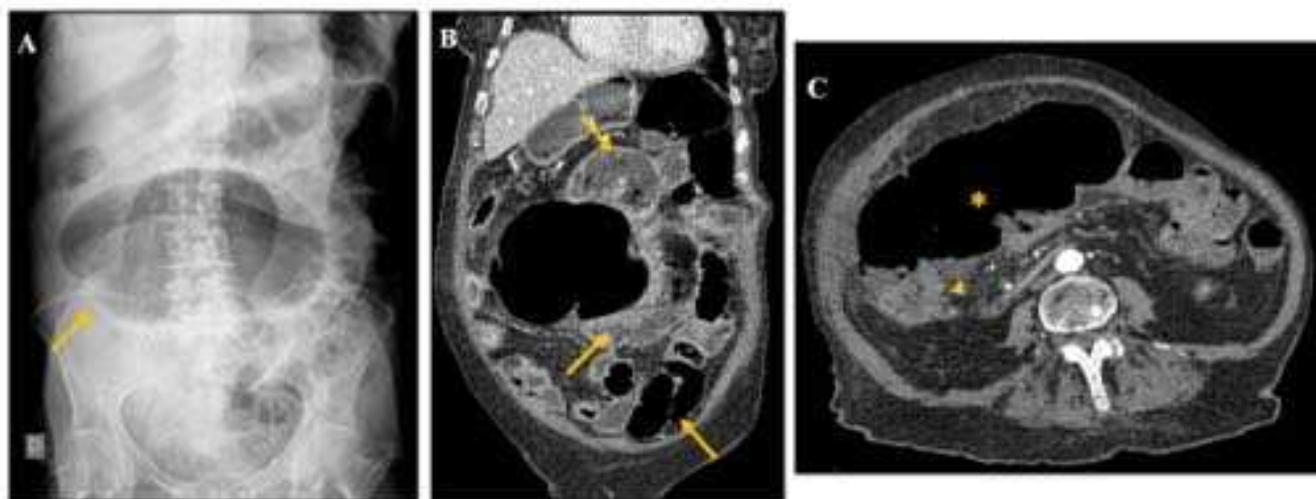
Báscula cecal. Mujer de 88 años con dolor abdominal intenso en fosa iliaca derecha. A) Rx de abdomen en la que se observa discreta distensión del ciego que se sitúa en una posición más medial de lo habitual (círculo). B) Imagen coronal de TC abdominal. Distensión y localización anterior del ciego (\*) con neumatosis (flecha). C) Imagen sagital en la que se aprecia como el ciego se dobla hacia la parte anterior.
